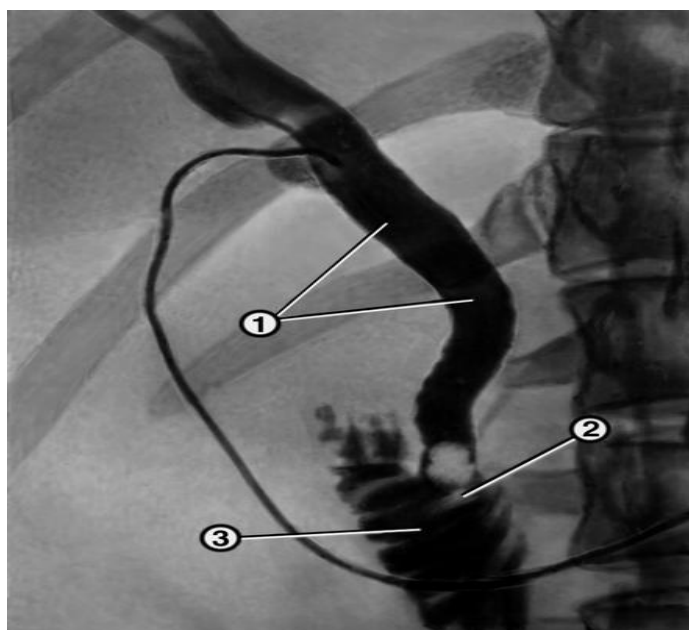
Рентгенограмма, полученная при интраоперационной холангиографии у больного желчнокаменной болезнью: общий желчный проток (1), в который введен катетер, расширен в его дистальной части определяются камни (2), рентгенконтрастное вещество выходит в двенадцатиперстную кишку (3).
